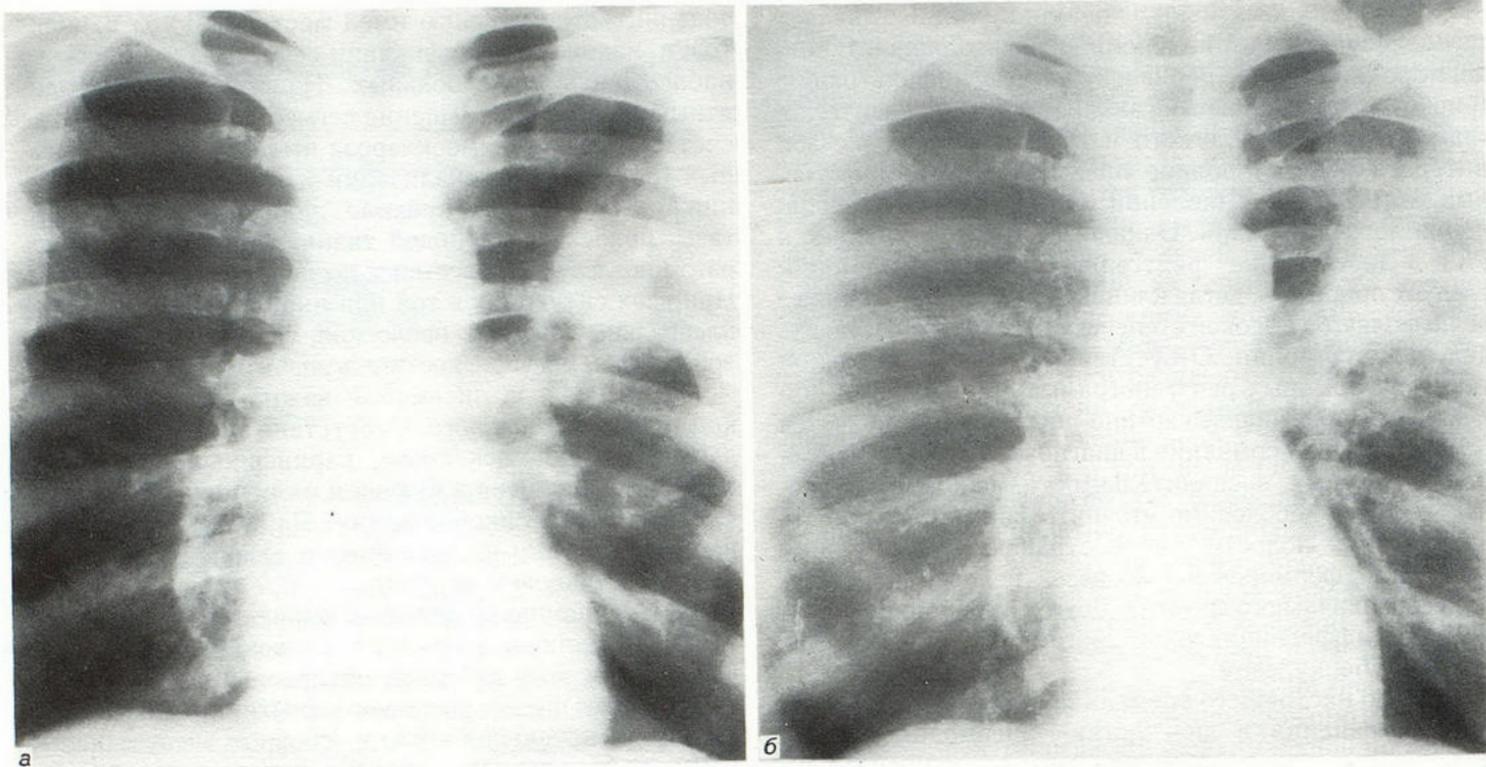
Острая стафилококковая верхнедолевая левосторонняя пневмония. а) рентгенограмма на 5 день от начала болезни — определяется инфильтрат с полостями распада, выраженная реакция корня; б) тот же больной через 1,5 месяца от клинического выздоровления — рубцовые изменения легочной ткани как исход острой пневмонии.
